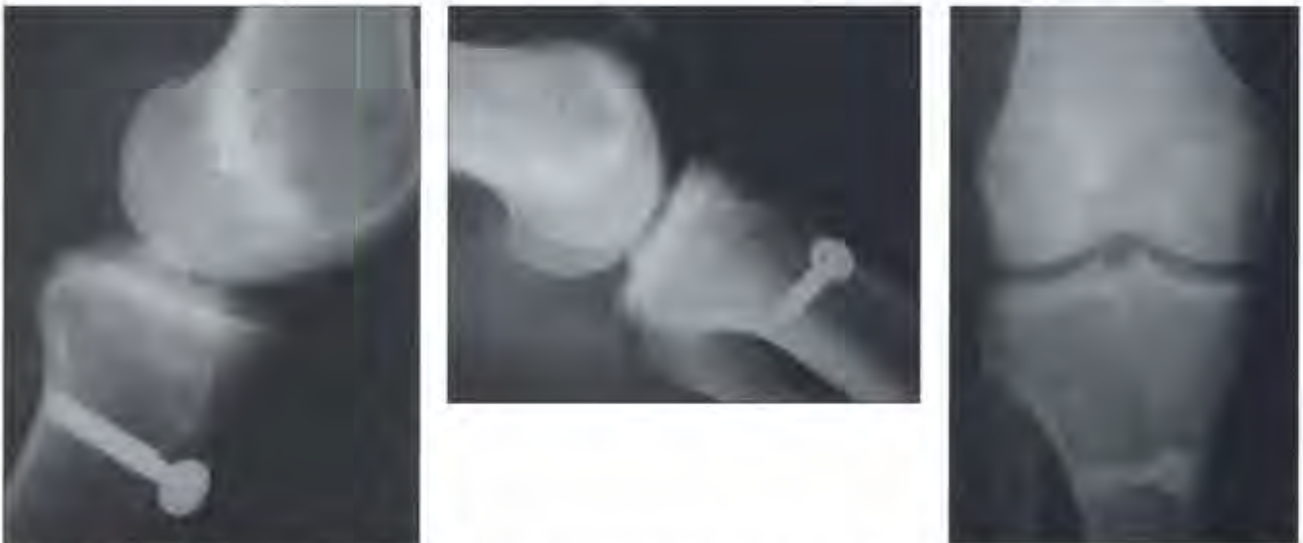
Radiografías en antero-posterior y perfil mostrando túneles en forma de cono con base proximal (T1), túneles con el tercio central ensanchado (T2) y túneles en forma de cilindro (T3).
